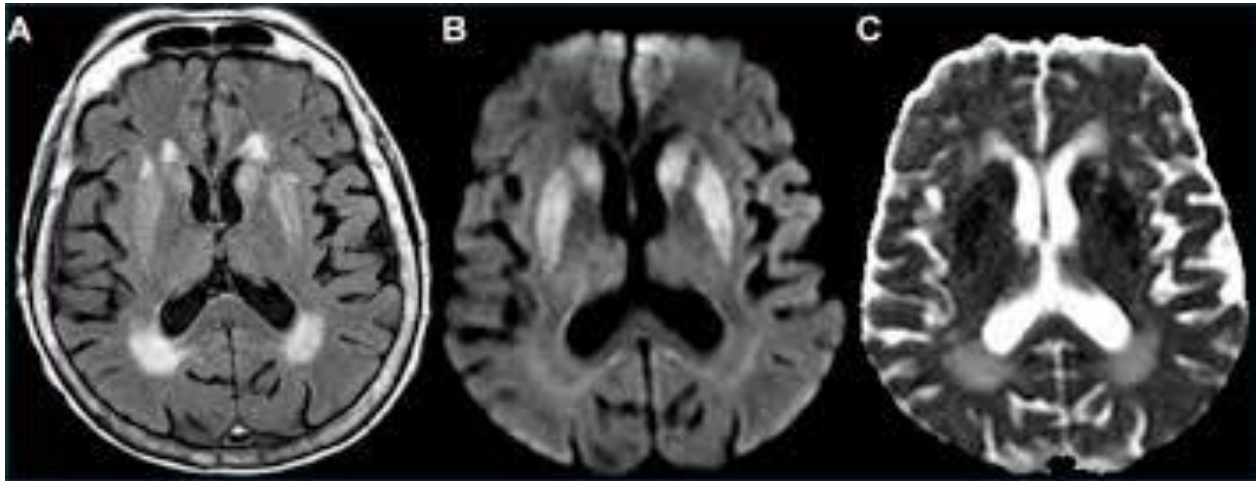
IRM d'une personne atteinte de la maladie de Creutzfeld Jacob [321].
